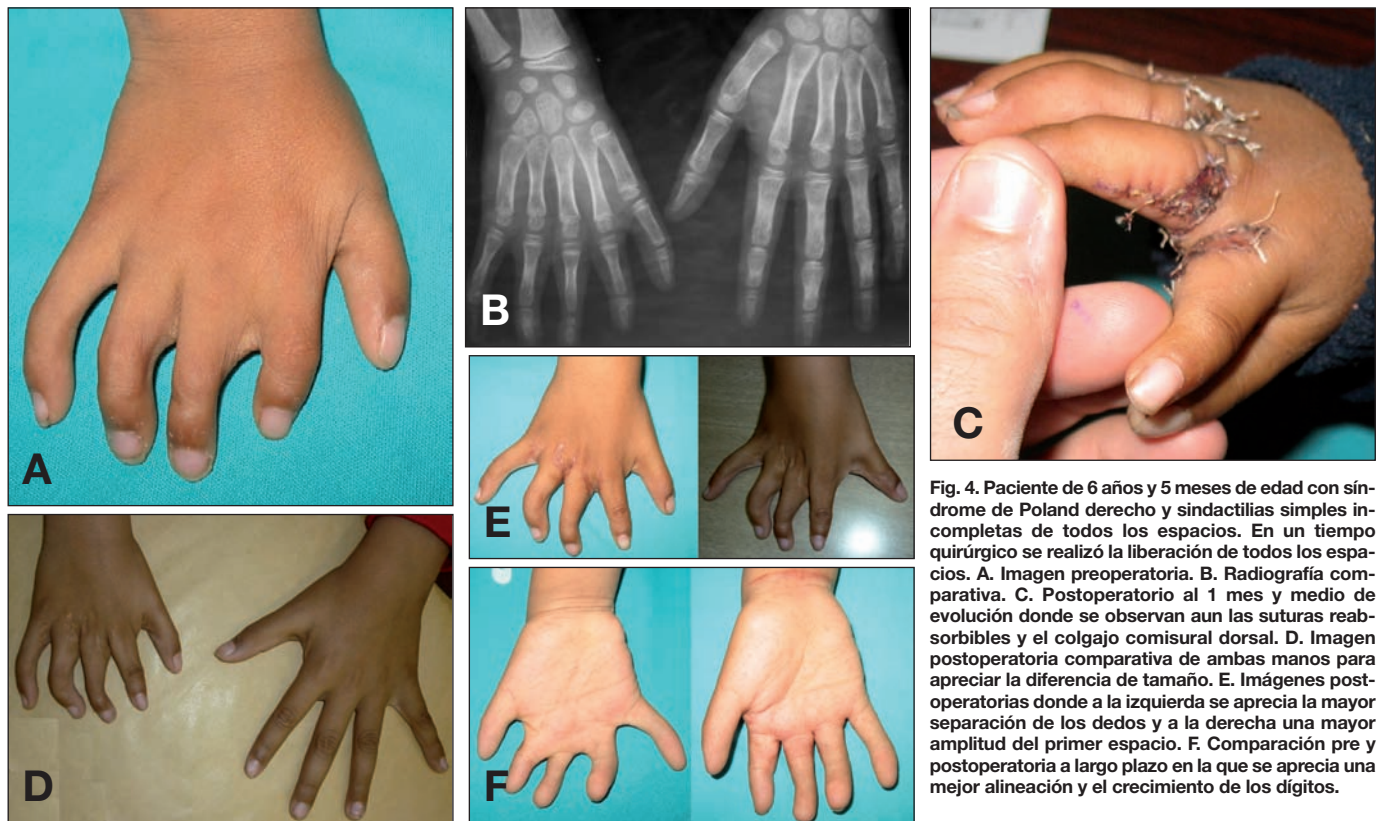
Paciente de 6 años y 5 meses de edad con síndrome de Poland derecho y sindactilias simples incompletas de todos los espacios. En un tiempo quirúrgico se realizó la liberación de todos los espacios. A. Imagen preoperatoria. B. Radiografía comparativa. C. Postoperatorio al 1 mes y medio de evolución donde se observan aun las suturas reabsorbibles y el colgajo comisural dorsal. D. Imagen postoperatoria comparativa de ambas manos para apreciar la diferencia de tamaño. E. Imágenes postoperatorias donde a la izquierda se aprecia la mayor separación de los dedos y a la derecha una mayor amplitud del primer espacio. F. Comparación pre y postoperatoria a largo plazo en la que se aprecia una mejor alineación y el crecimiento de los dígitos.
